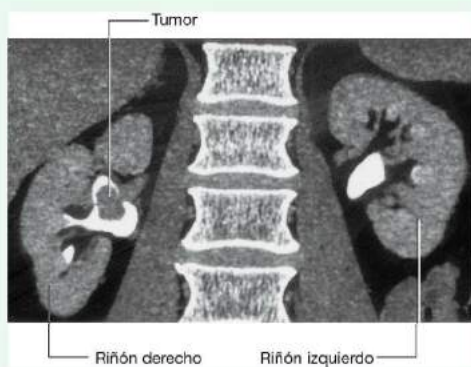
Carcinoma de células transicionales en la pelvis renal derecha. Reconstrucción coronal de tomografía computarizada.
